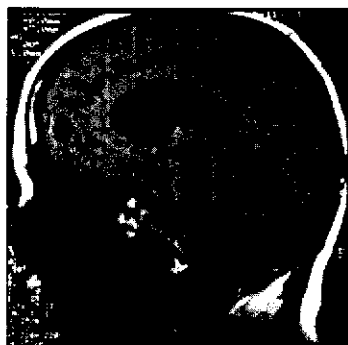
Cisticerco único forma vesicular. Imagen por RM en proyección sagital T1 simple. Se identifica quiste cisticercoso localizado en lóbulo frontal. La intensidad de la señal permite observar al parásito en su forma activa.
